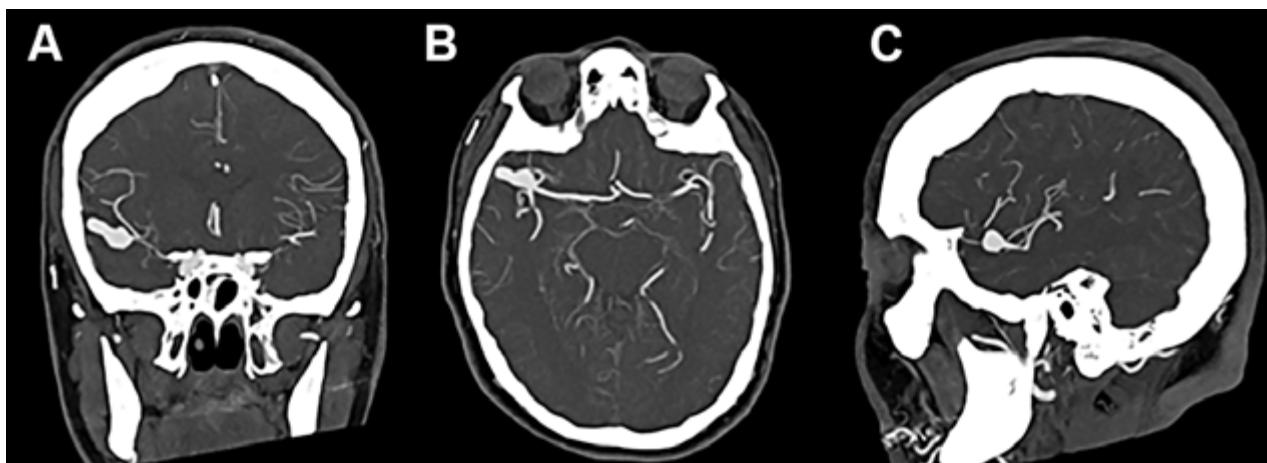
Se observa en Angiotomografía de vasos intracraneales en sus tres cortes anatómicos a nivel de la bifurcación de la arteria cerebral media derecha una dilatación aneurismática sacular, irregular y polilobulada sin evidencia de signos de trombosis o aterosclerosis.
